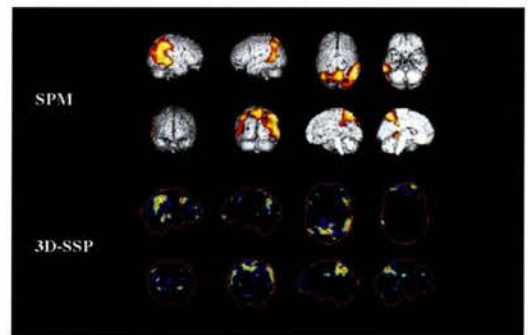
アルツハイマー病の初期。^{99m}Tc-HMPAO SPECTをSPM(上段)及び3D-SSP(下段)処理像。両側頭頂葉(連合野)及び後部帯状回の血流低下が認められる。
